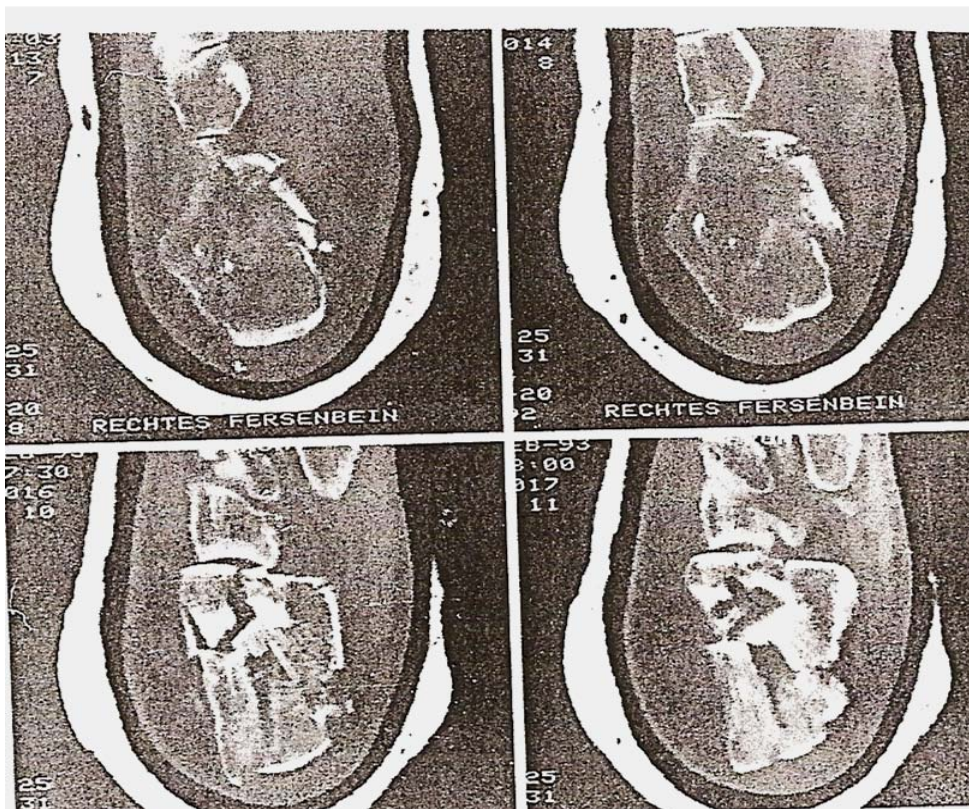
2 CT des Calcaneus in der Axialebene
